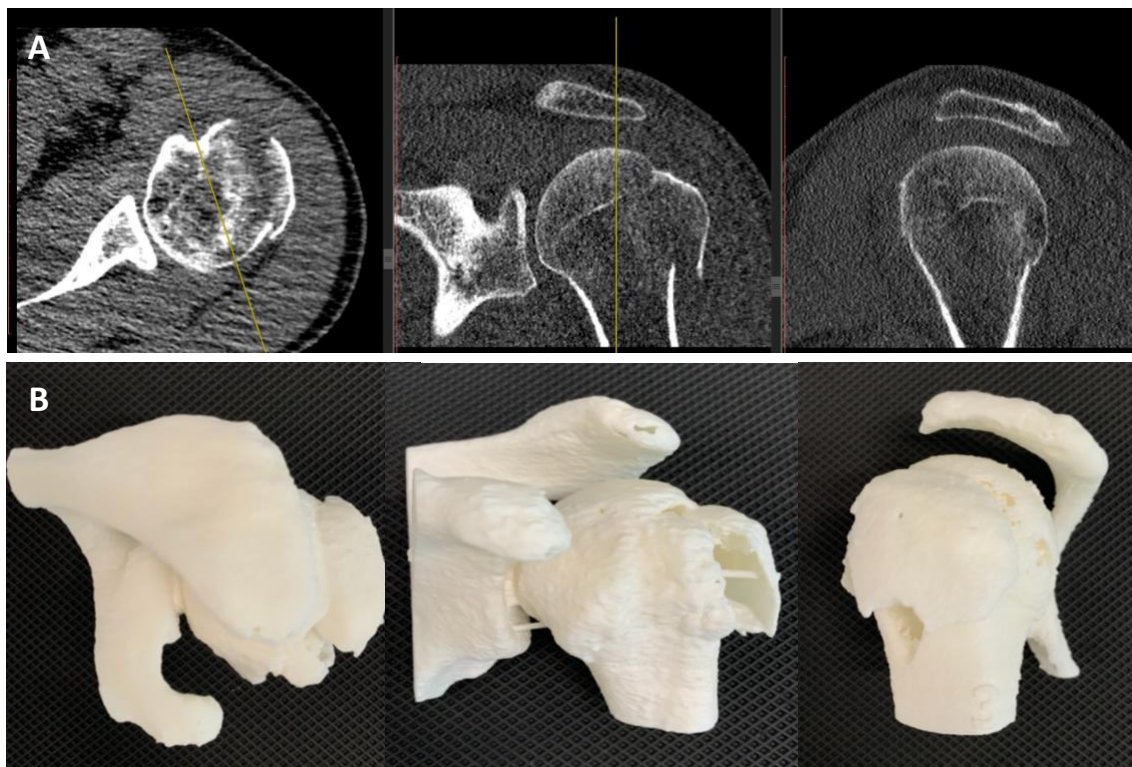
Exemple d'un cas (Cas 03) per mostrar la diferència entre els mètodes de classificació 2DTC i IMP3D. (A) Talls axial, coronal i sagital TC i (B), model anatòmic 3D del mateix cas.
